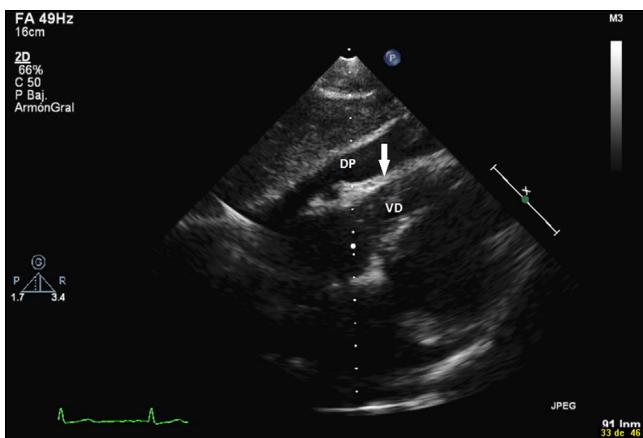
Ecocardiografía transtorácica, ventana subcostal, en la que se visualiza el derrame pericárdico (DP) y se observa cómo durante la diástole precoz se colapsa (flecha) la pared libre del ventrículo derecho (VD).
